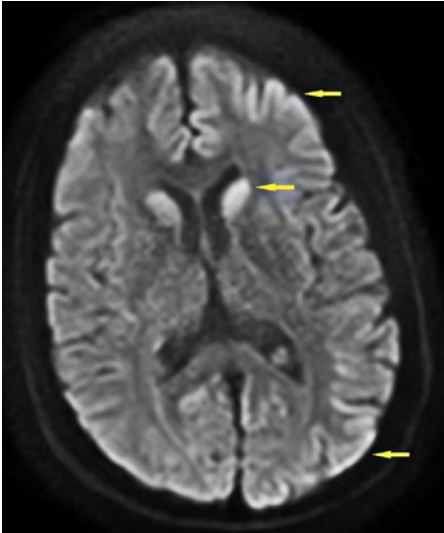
Zerebrales Magnetresonanztomogramm, diffusionsgewichtete (DWI-)Aufnahme: progrediente Signalstörungen linksbetont frontal, parietal, okzipital und im Nucleus caudatus beidseits (Pfeile).
